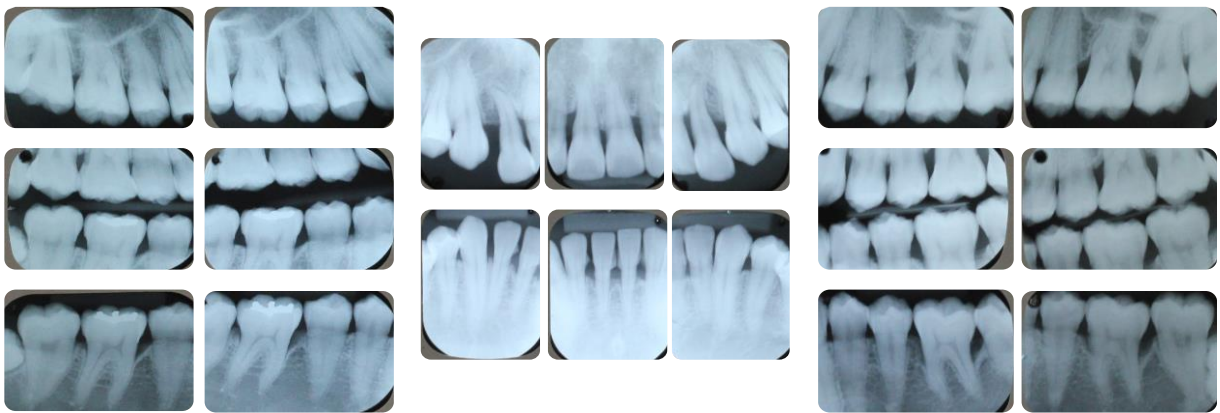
Radiografías periapicales pre operatorias. Caso 1
